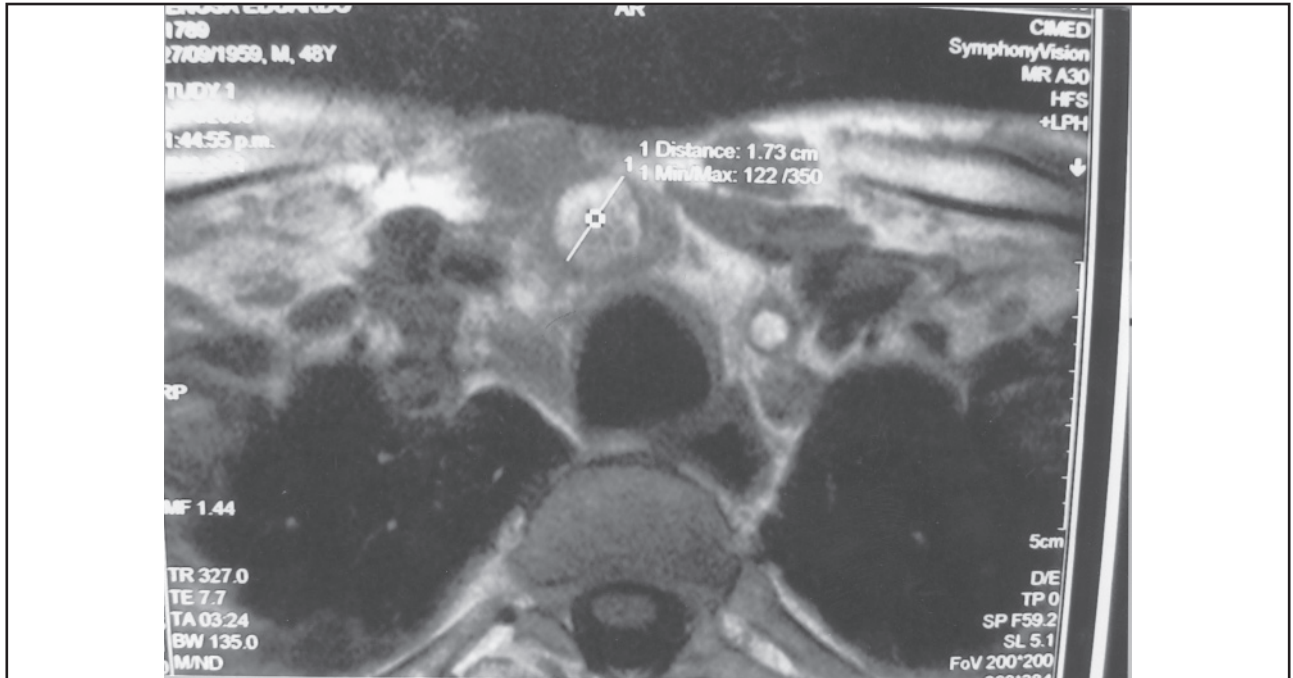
RMN de cuello T2
